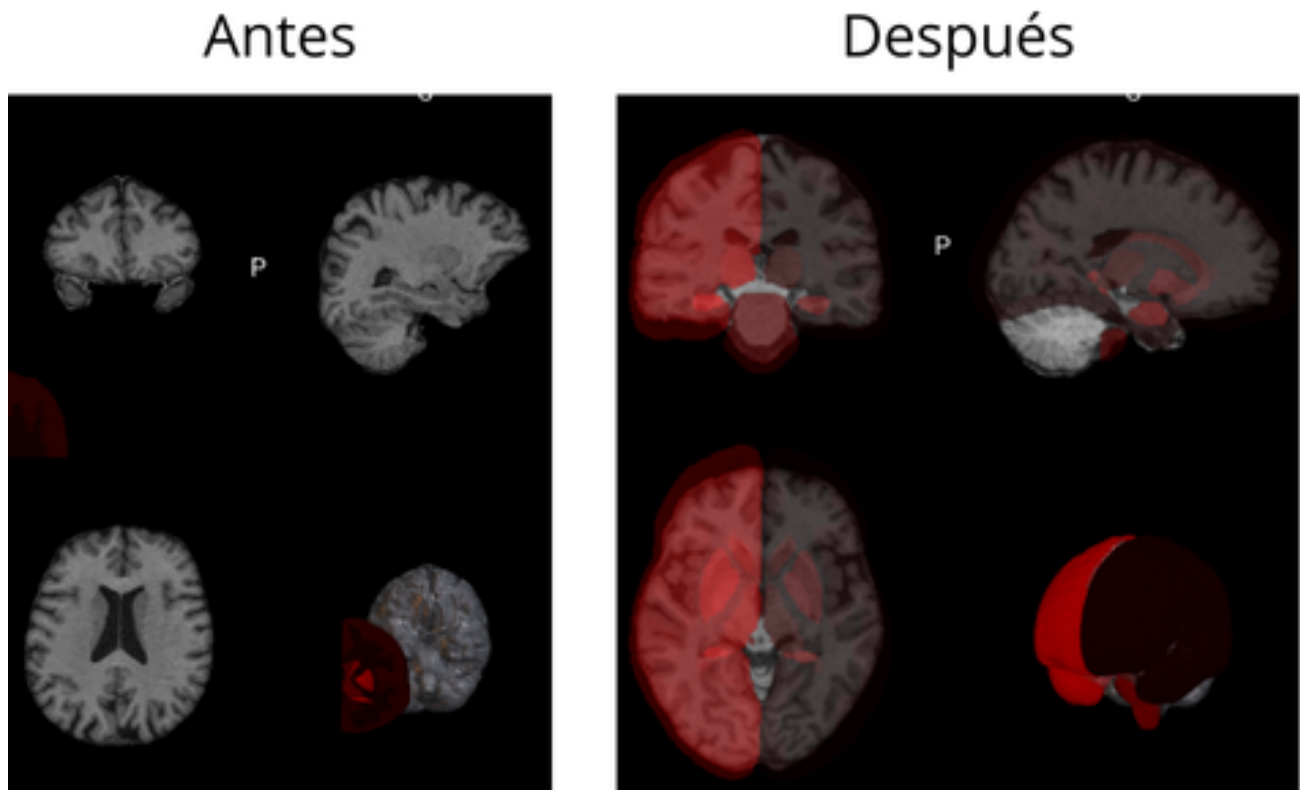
Alineación de la imagen MRI al espacio de referencia MNI. Se muestra la correspondencia espacial obtenida tras el registro, la cual permite comparar regiones anatómicas entre sujetos en un sistema común.
